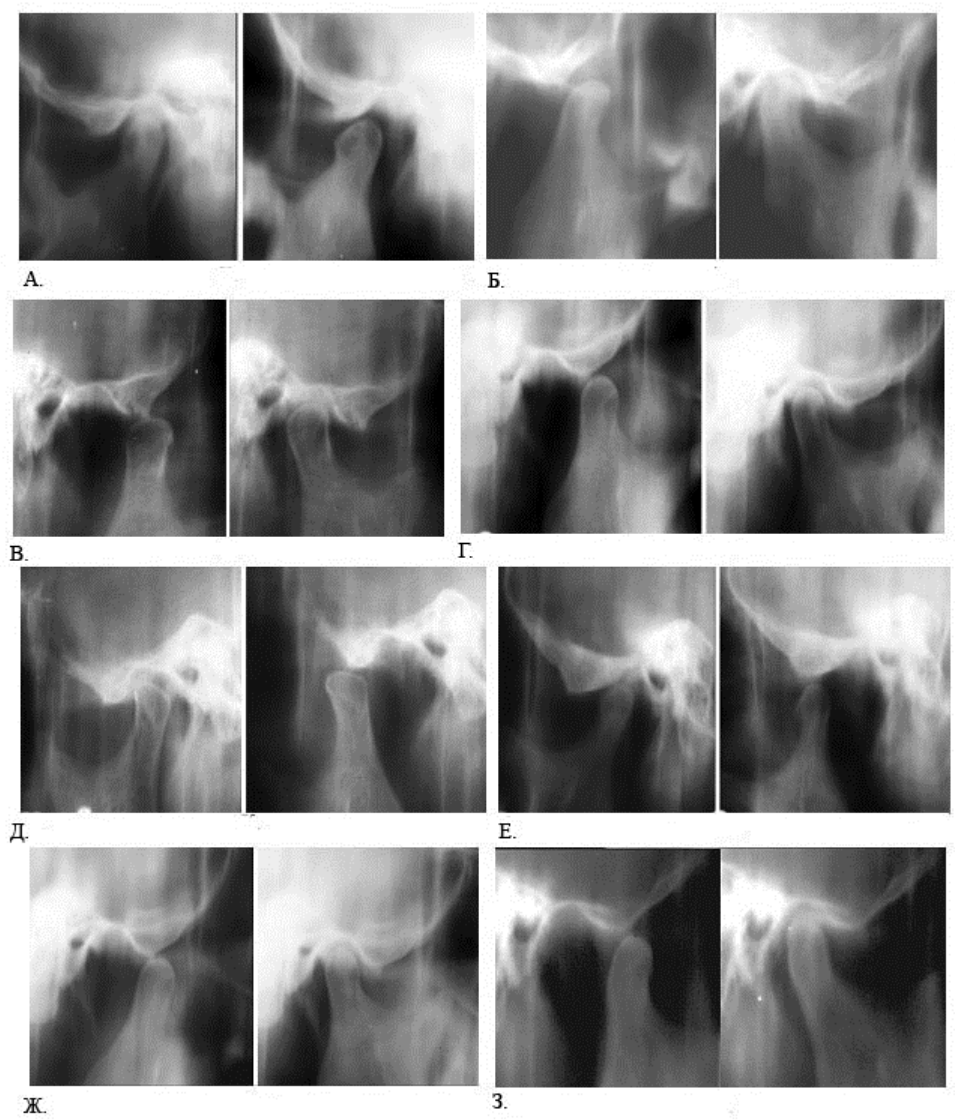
Прицельная линейная томография ВНЧС в боковой проекции в положении рот закрыт (зубные ряды в контакте в межбугорковом положении) и при максимально возможном отведении нижней челюсти из межбугоркового положения на глубине индивидуального анатомического ориентира: а. - 2,0 см; б. - 2,2 см; в. - 2,5 см; г. - 2,75 см; д. - 3,0 см; е. - 3,5 см; ж. - 4,5; з. - 5,0 см.
